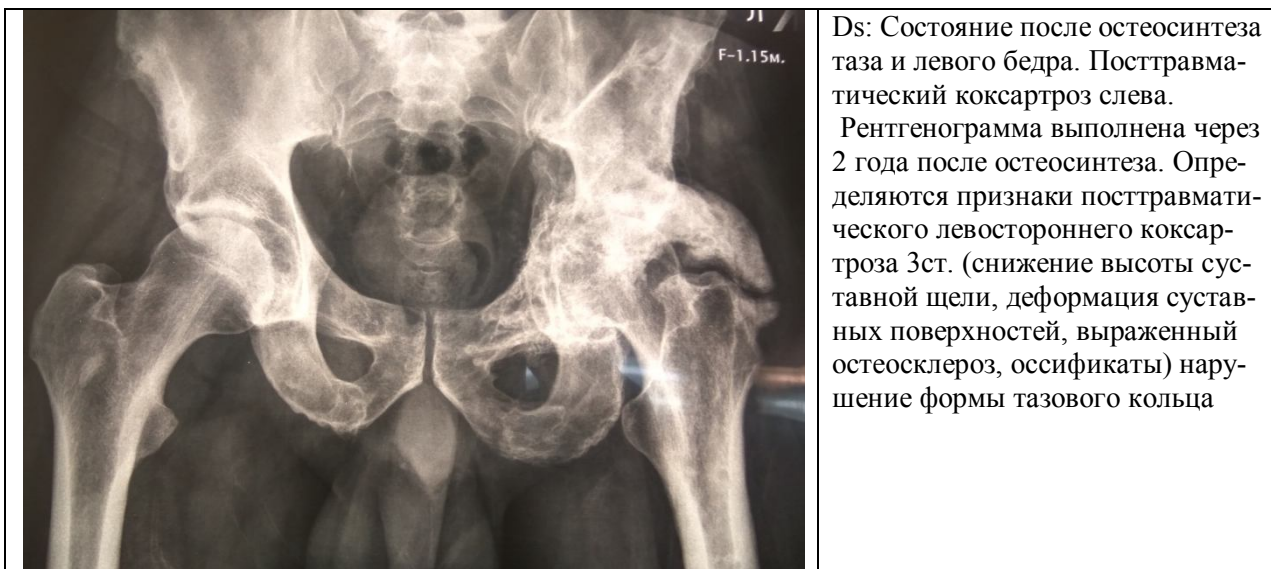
Обзорная рентгенограмма таза больного К., 42 лет.
